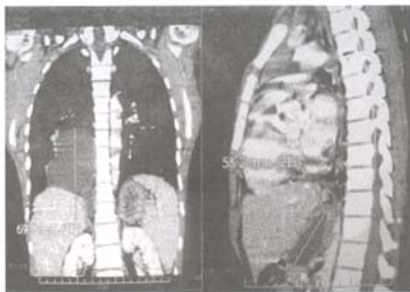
CT 增强加重重建: 右后纵膈囊性病变, 未见强化, 后下方少许胸腔积液; 胃体右侧, 腹主动脉及腔静脉前方另一囊性病变, 向下延伸至胰腺后部。
